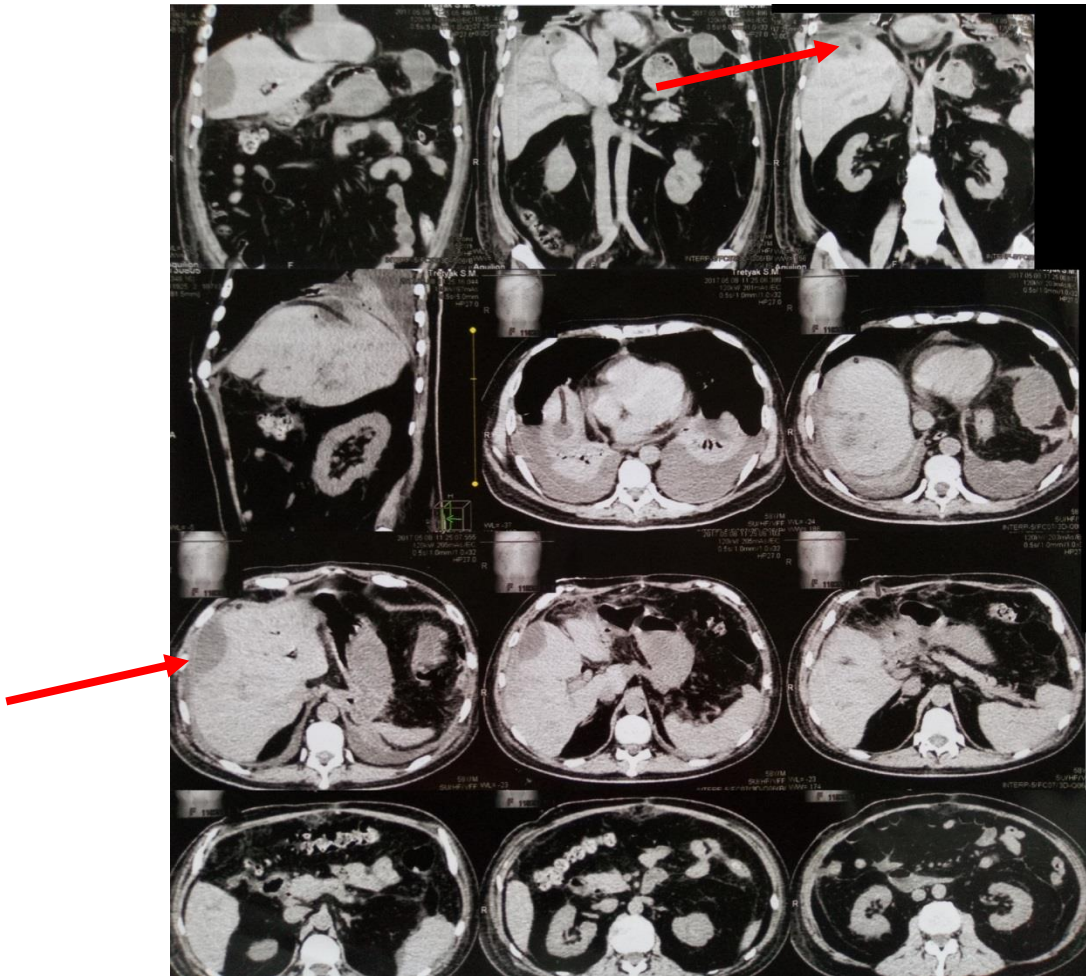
Пацієнт Т., 58 років: КТ органів черевної порожнини. Абсцеси правої долі печінки.
